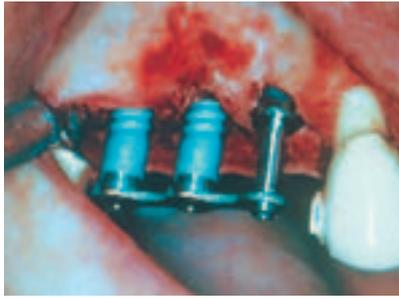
Implantate zur Insertion vormontiert. – Abb. 12: Die Implantate werden positioniert. – Abb. 13: Röntgenendkontrolle.
